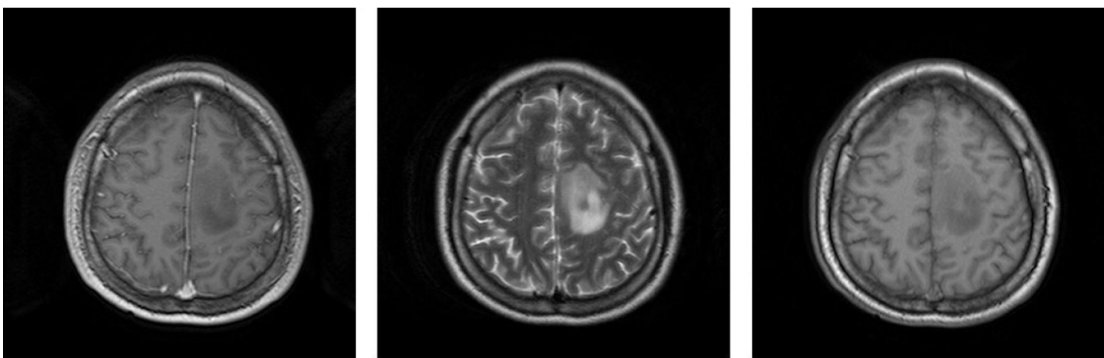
6: Conjunto de tres imágenes de RM, correspondientes al segundo caso analizado.
